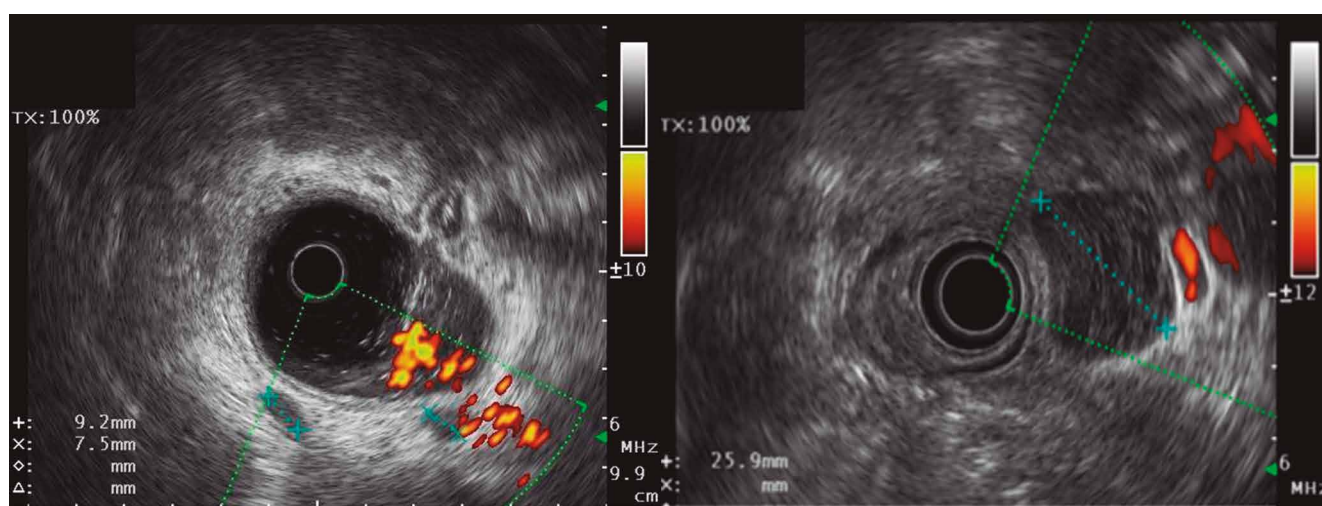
Valoración por ultrasonido endoscópico del tumor primario (T) según TNM en cáncer de recto. El tumor invade a través de la muscular propia el tejido peri-colorrectal (T3).
